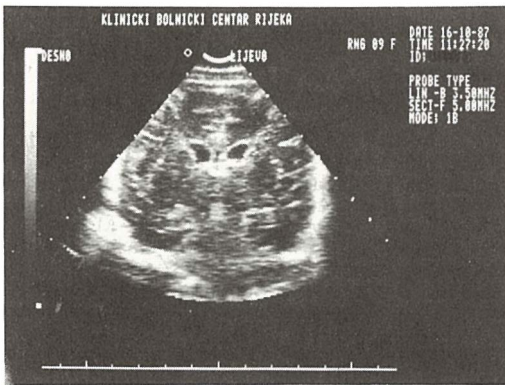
Ultrasound on the 8th day of illness (coronal view). There is a focal area of increased subependymal parenchymal echogenicity. There is no alteration of configuration and size of the lateral ventricles.
